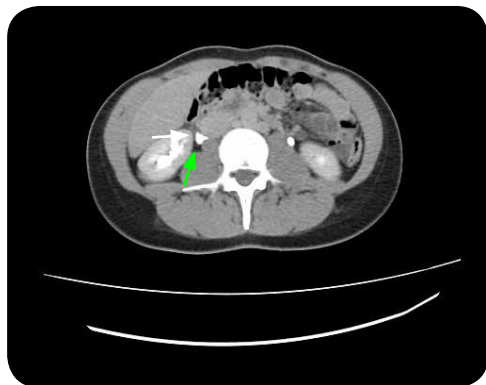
TAC, corte axial, en fase de eliminación: Se observa el cruce del uréter (flecha verde) posterior a la vena cava inferior (flecha blanca).
